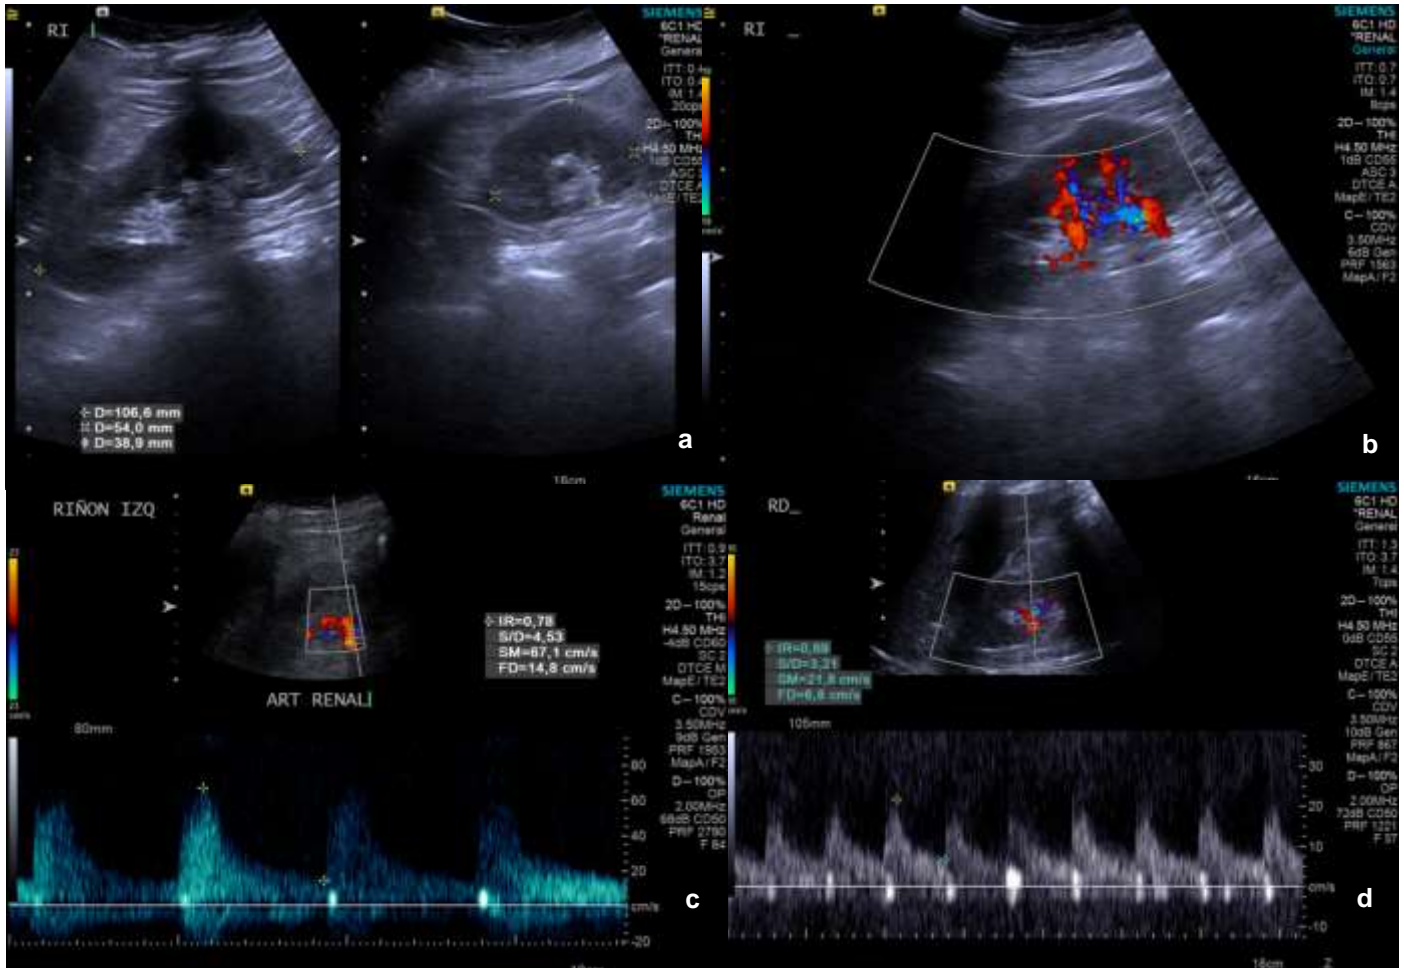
USG Doppler pulsado de riñones nativos en mujer de 73 años con sepsis por neumonía (SOFA 2) sin desarrollo de LRA. Con CrS de 0.50 mg/dL al momento de diagnóstico. a. morfología conservada. b. VIR grado 3. c. modalidad pulsado con IRRc de 0.72 en quien se dio terapia renal dirigida d. USG de control a las 24, posterior a reporte de CrS de 0.40 mg/dL, con IRRc de 0.68 con disminución lineal, correlacionando valores.
